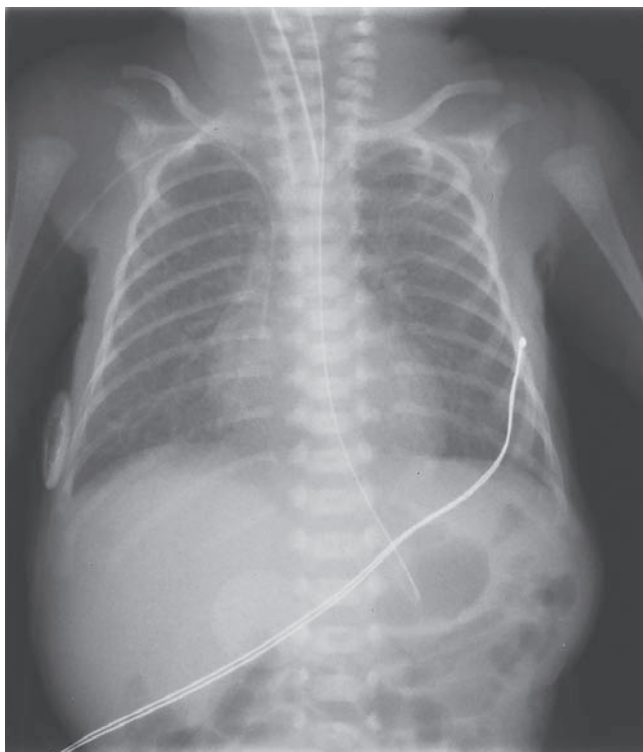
♦ Radiografía de tórax de un SDR. Radiografía de tórax del síndrome de dificultad respiratoria caracterizada por un patrón reticulonodular con áreas de microatelectasia de opacidad uniforme y broncograma aéreo.
